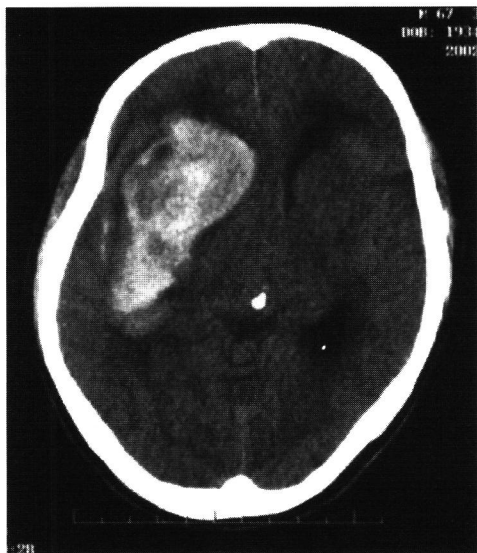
頭部単純CT：入院時診断は右被殻出血であったが、手術所見より右中大脳動脈破裂のくも膜下出血であった。（発症日）
